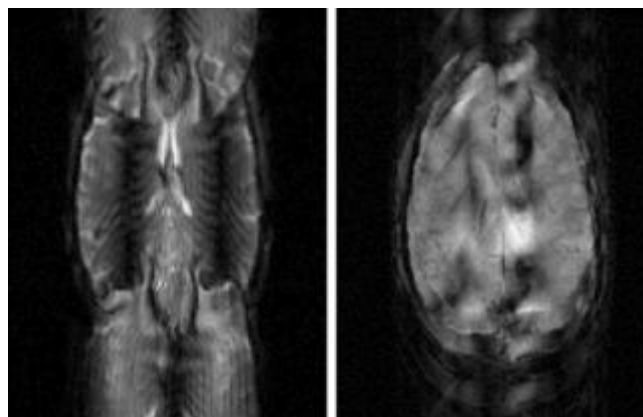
Artefactos de movimento em imagens DWI. (Le Bihan et al., 2006)
